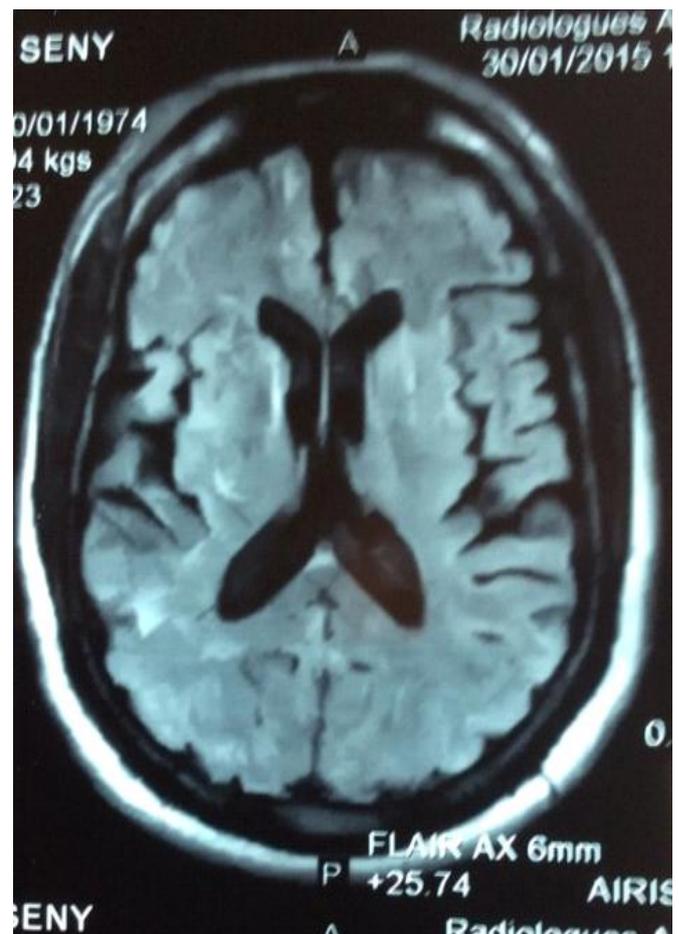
IRM cérébrale : séquences axiales SE T1, FSE T2 et FLAIR montrant une atrophie cortico-sous corticale, dilatation tri ventriculaire modérée et une perméabilité normale des sinus veineux
